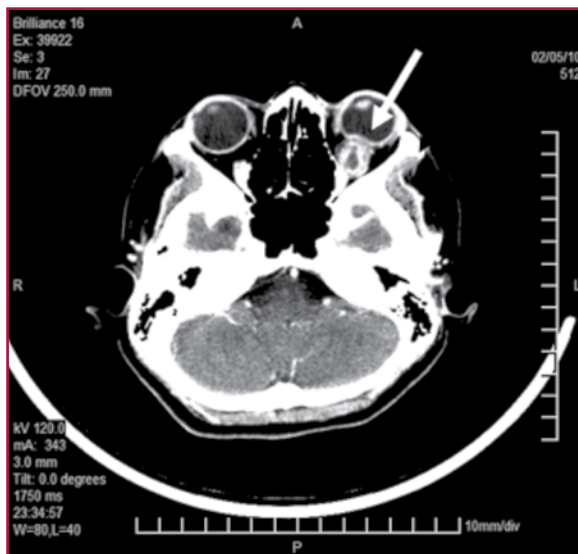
Corte axial de Tomografía Axial Computarizada
